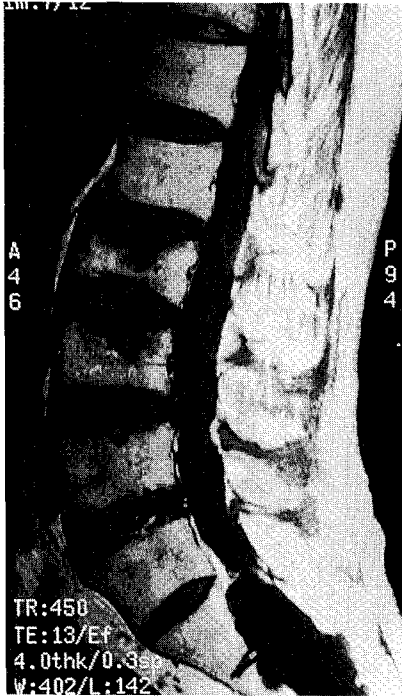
Sagittal T1-weighted MR showed intra-sacral cystic lesion with low signal intensity and L4-5 HIVD.
